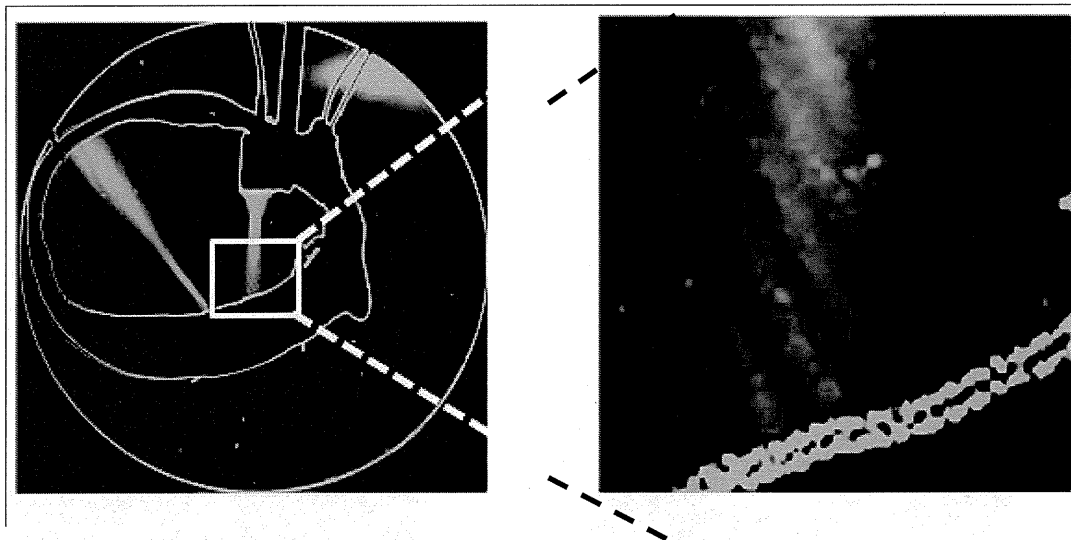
ヒト頭蓋骨内面での超音波が形成する定在波の例
